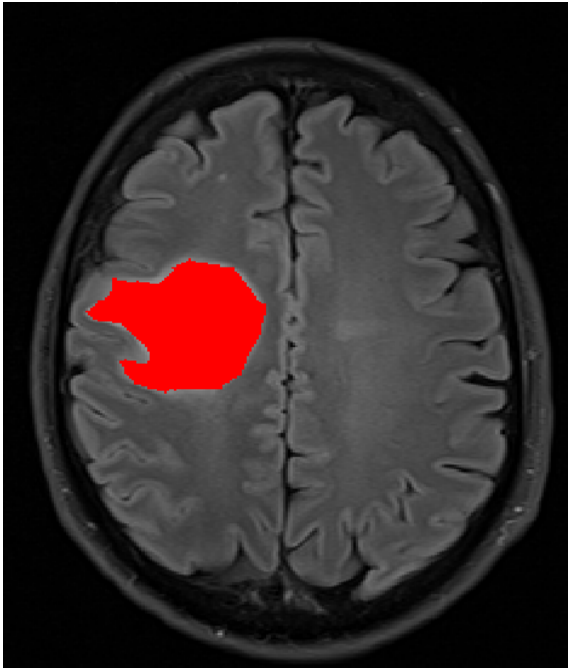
FLAIR-Aufnahme desselben Patienten wie in Abbildung 6. Nun mit zusätzlich markiertem Umgebungsoedem, welches nicht in die Auswertung eingeschlossen wurde.
